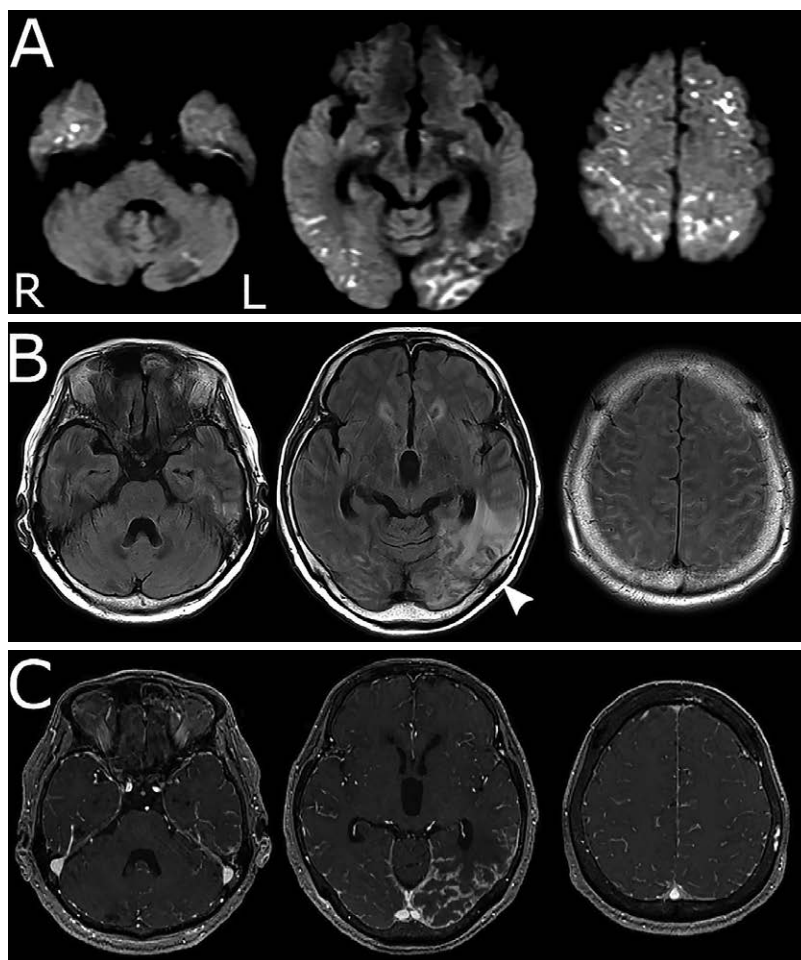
MRI showed extensive brain lesion with diffuse leptomeningeal enhancement.
